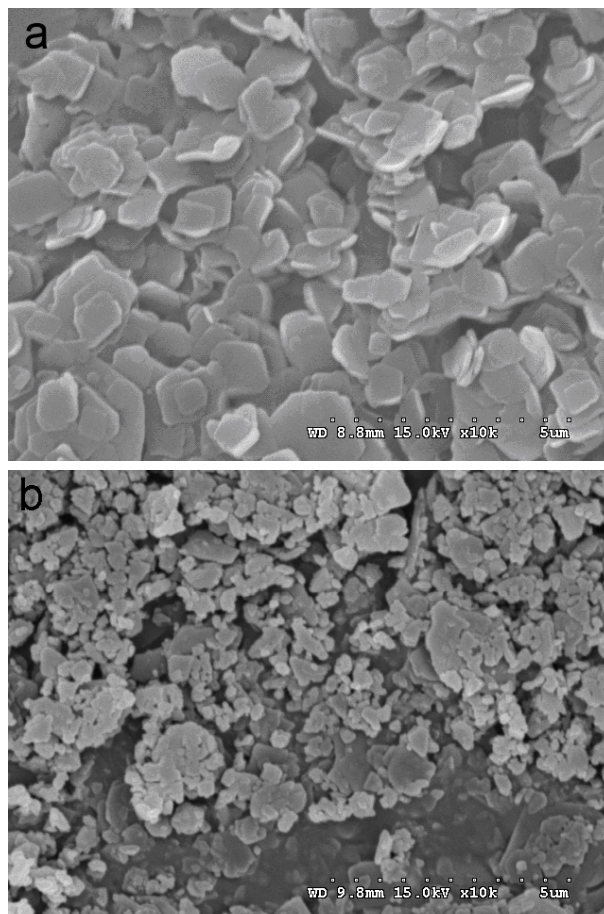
SEM of flumetsulam powder prepared by injecting  $0.2 \text{ g}\cdot\text{mL}^{-1}$  flumetsulam/DMF solution under  $0.2 \text{ kw}$  ultrasound into: (a),  $5 \text{ mg}\cdot\text{mL}^{-1}$  CTAB solution( $\text{pH}=2.5$ ); (b),  $0.05 \text{ mg}\cdot\text{mL}^{-1}$  CTAB solution( $\text{pH}=2.5$ ).
